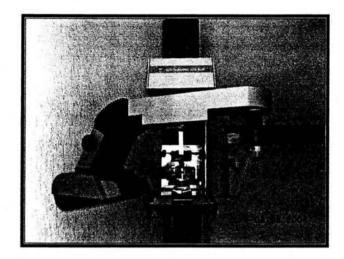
Ortopantomografo.
